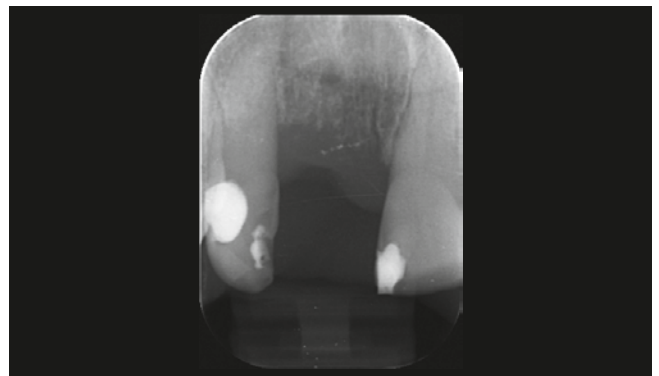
Röntgenologischer Befund nach der Augmentation des knöchernen Defekts
